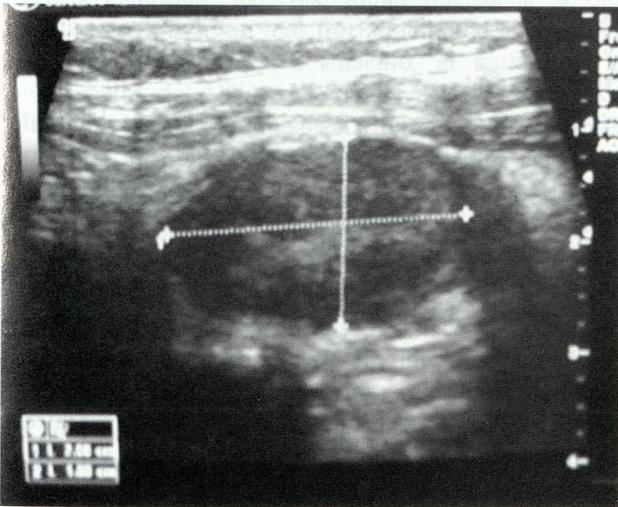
Ecografía cervical: Nódulo en lóbulo tiroideo izquierdo de 26x16mm
